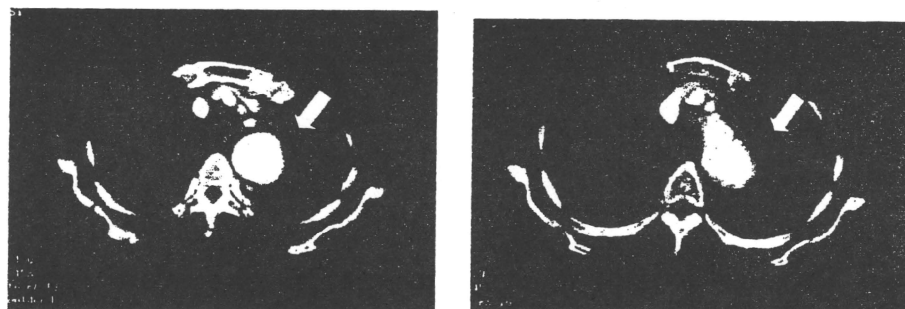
術前造影 CT を示す。遠位弓部に大動脈瘤を認める (→)。
